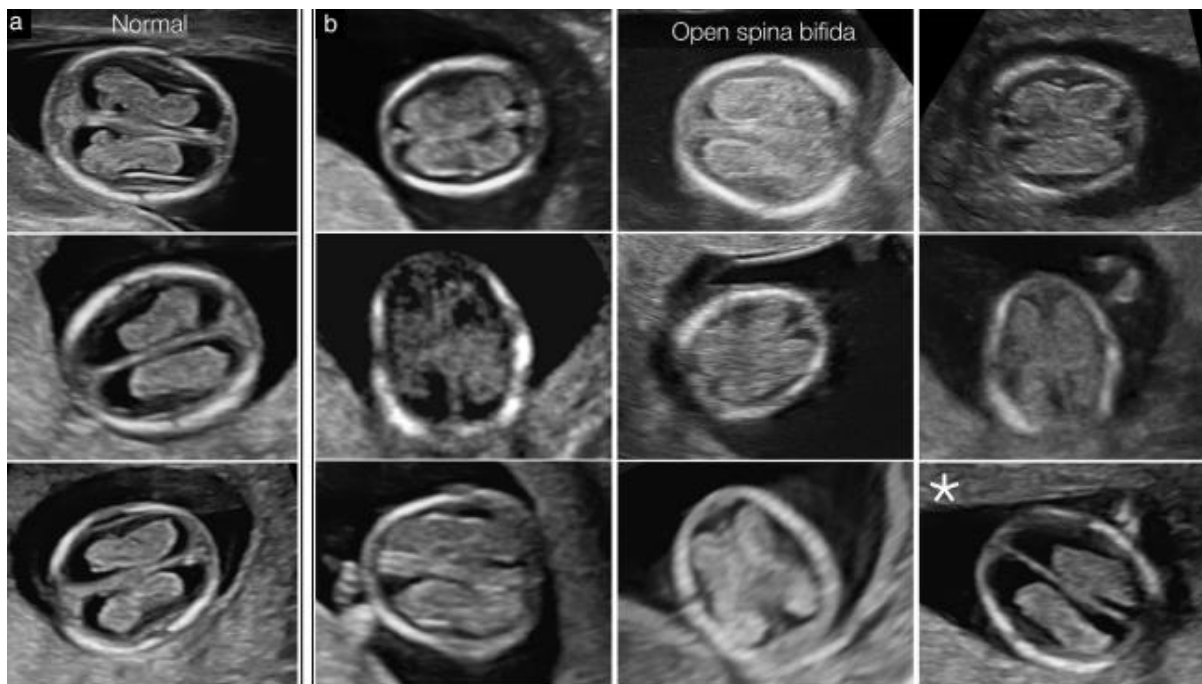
A. Vista axial de la cabeza de 3 fetos normales. B. Vista correspondiente en 9 fetos con espina bífida. Salvo una excepción (*), casi no hay fluido alrededor. Fuente: Chaoui R, et al. Ratio of fetal choroid plexus to head size: simple sonographic marker of open spina bifida at 11–13 weeks' gestation. 2019.
